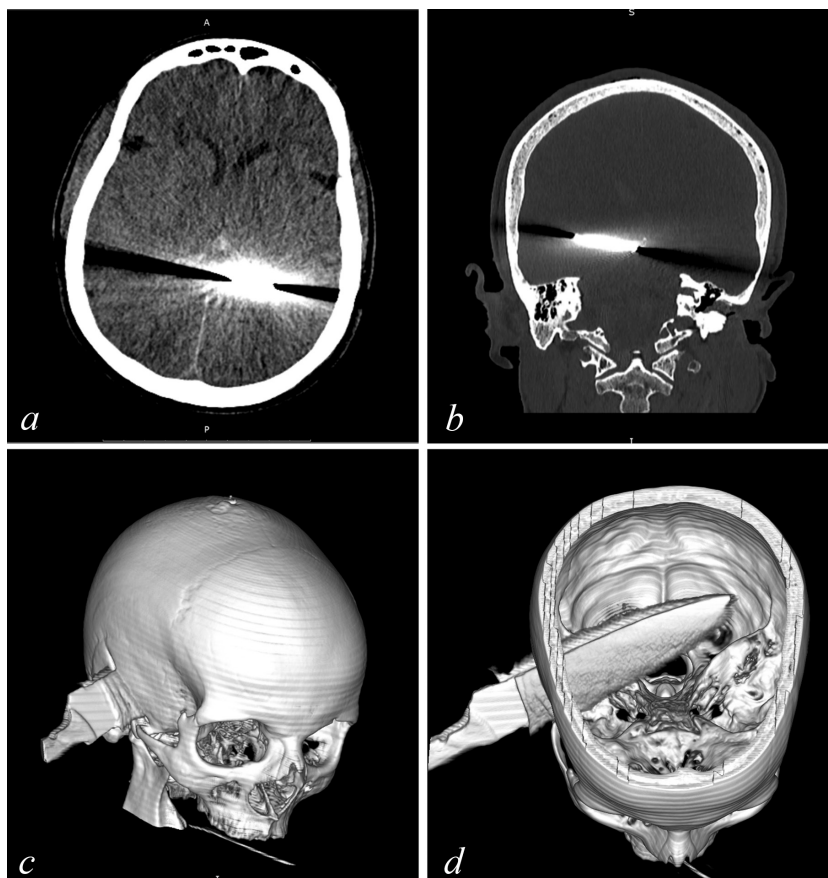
Рентгеновские компьютерные томограммы при поступлении:
